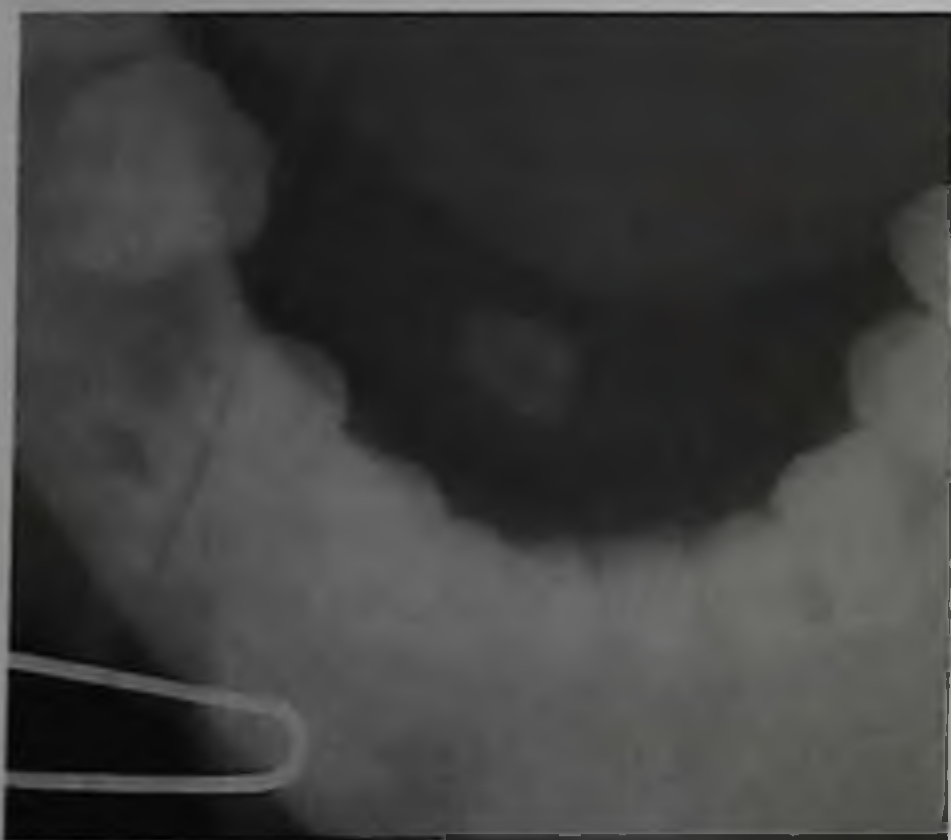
Рентгенограмма в проекции дна полости рта. В правой подъязычной области определяется камень
